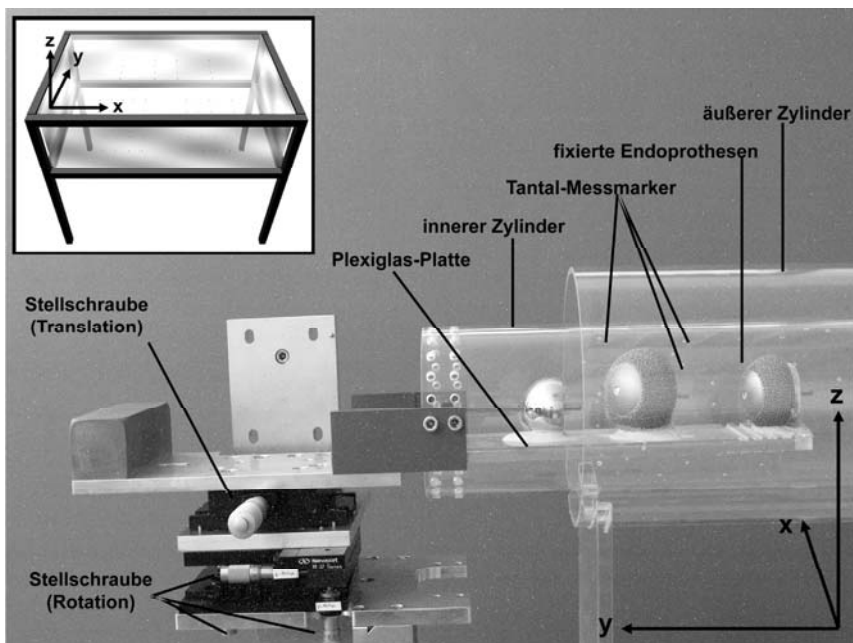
Phantom-Modell mit den Baugruppen äußere und innere Plexiglas-Röhre. Die innere Plexiglas-Röhre simuliert den das Implantat umgebenden Knochen, die äußere Röhre das Weichgewebe in den RSA-Röntgenbildpaaren. Mit den Stellschrauben der Translations- und Rotationseinheit können Bewegungen auf die Plexiglasröhre und den auf der Plexiglasplatte befestigten Endoprothesen simuliert werden. Dabei sind Translationen von max. 12 mm sowie Rotationen von $\pm 4^\circ$ für alle sechs Freiheitsgrade möglich.
